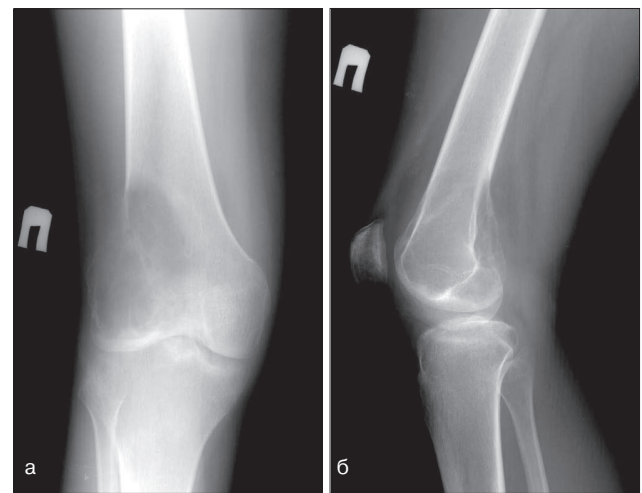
а, б. Рентгенограмма правого коленного сустава в прямой и боковой проекциях. В наружной половине дистального эпиметафиза правой бедренной кости определяется остеолитическая деструкция с ячеисто-трабекулярным рисунком с истончением и невыраженным «вздутием» коркового слоя по задне-наружной поверхности. У верхнего полюса остеолитической деструкции корковый слой «резко обрывается», что обуславливает появление симптома «писчего пера»
